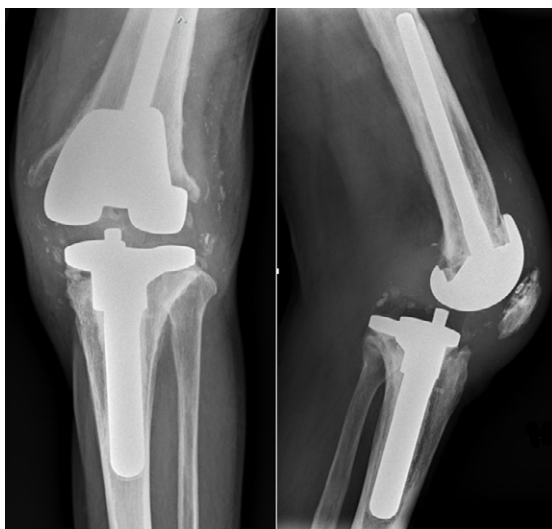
Radiografía simple anteroposterior (AP) y lateral de rodilla. Se evidencia patela baja y luxación posterior de prótesis de revisión.
